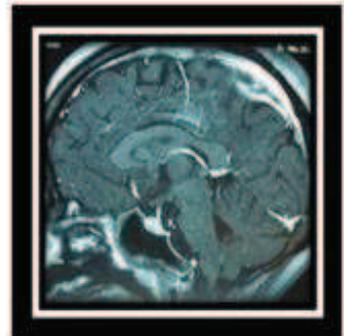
IRM post op en coupe sagittale en SPT1 + gado .
